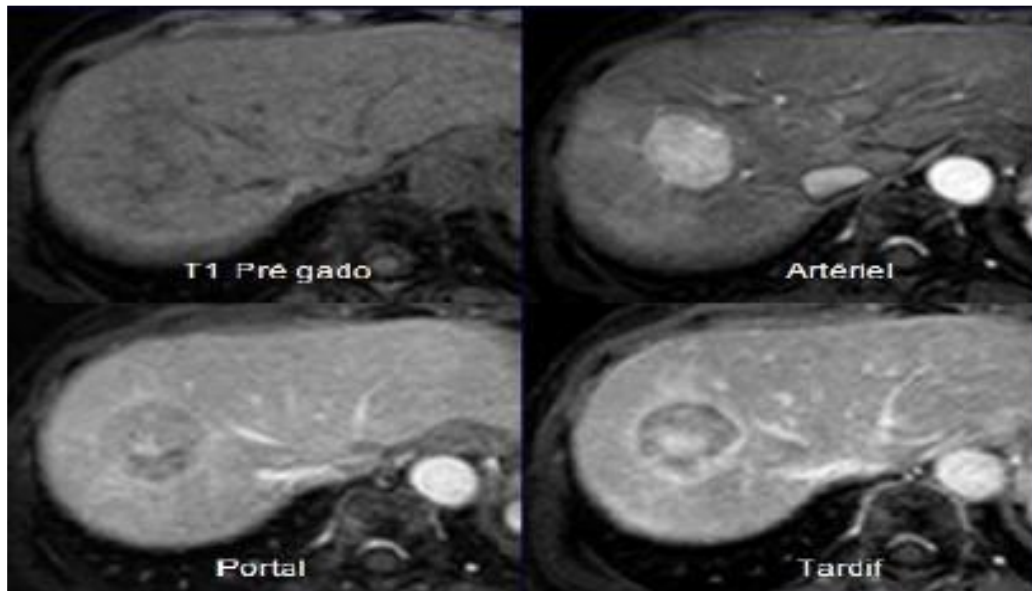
Image d'IRM hépatique en coupes axiales avant et après l'injection du gadolinium montrant un CHC bien entouré par une capsule tumorale [61].
